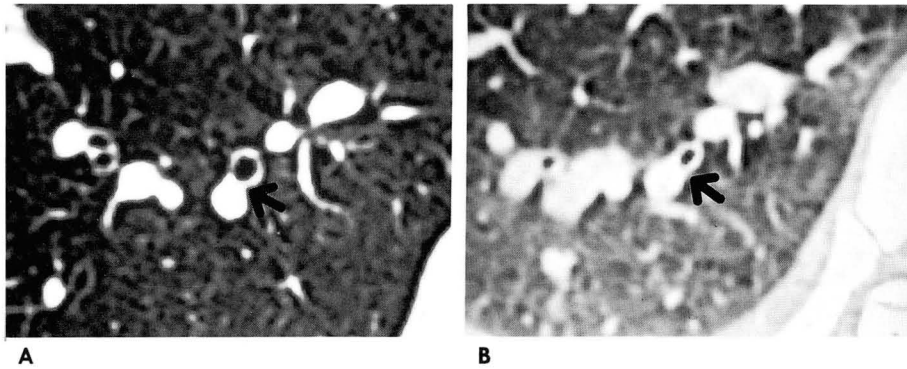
High-resolution CT scan of 31-year-old man through the lower lobe.
